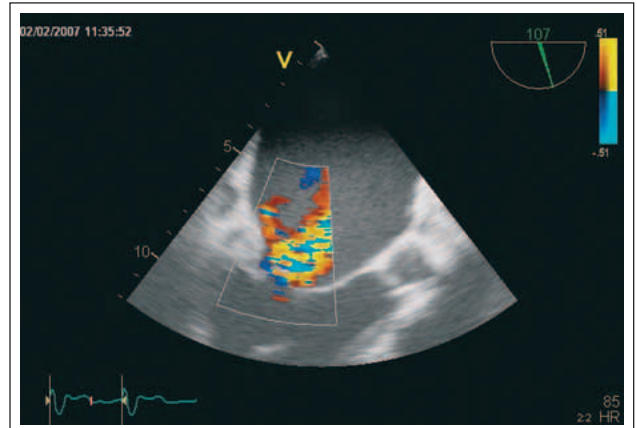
Darstellung der hochgradigen Mitralsuffizienz in der transösophagealen Echokardiographie.
